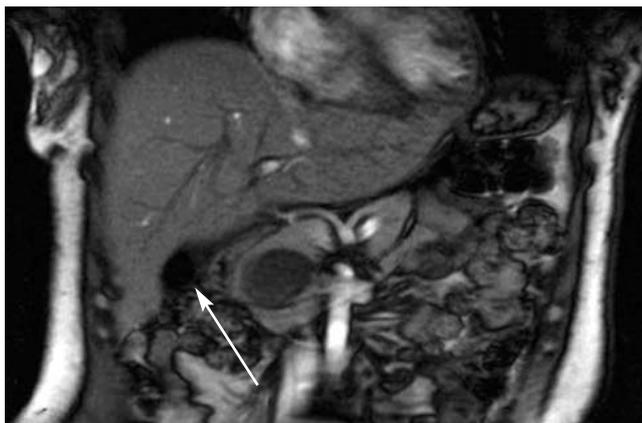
Аутоиммунный панкреатит. МРТ брюшной полости с контрастным усилением. Стрелкой показано образование в головке поджелудочной железы (данные ФГБУ «НИИР» РАМН)
